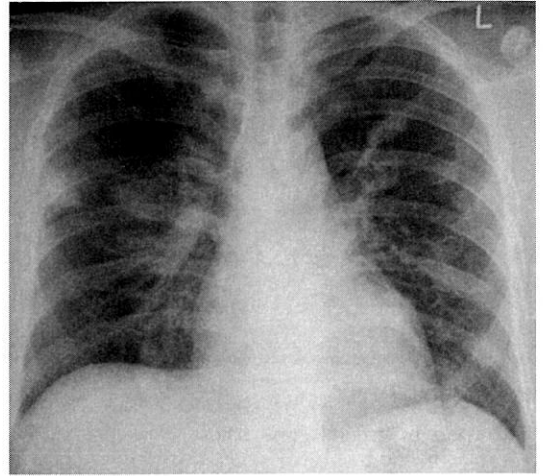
Chest radiograph shows multiple nodular opacities on both lungs.
